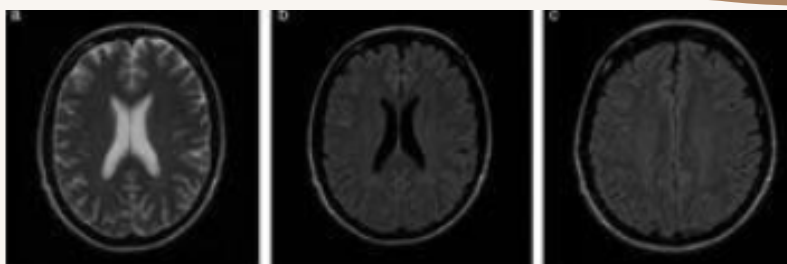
RM de un quiste coloideo en pacientes con cefalea crónica.
